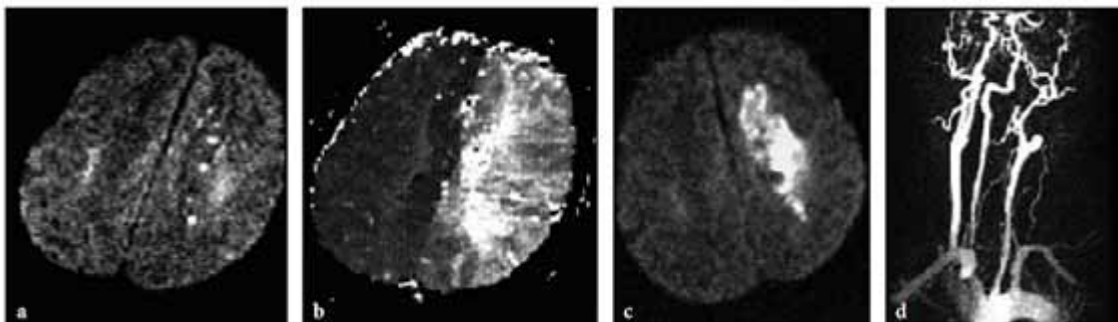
MRI nhồi máu ĐM não trước hai bên cũ (bán cầu trái) và mới (BC phải) [2]
